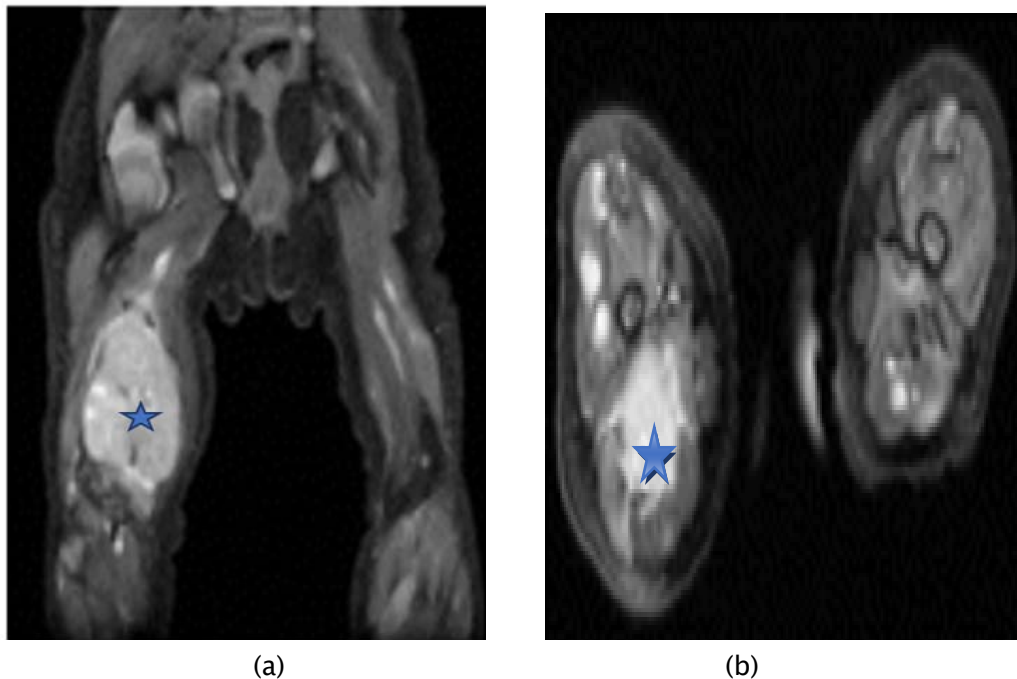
Rhabdomyosarcome chez une fillette de 6 semaines atteinte du syndrome de Beckwith-Wiedemann qui présentait une masse à la cuisse droite (étoile).(a) L'image STIR coronale montre la présence d'une masse hyperintense importante impliquant les muscles du compartiment postérieur de la cuisse droite. (b) L'IRM à poids de graisse axiale supprimée T2 montre qu'en plus de la masse montrée en (a), il existe d'autres petits foyers hyperintenses impliquant le vaste muscle latéral droit et les muscles du compartiment postérieur de la cuisse gauche, compatibles avec une maladie métastatique.(45)
